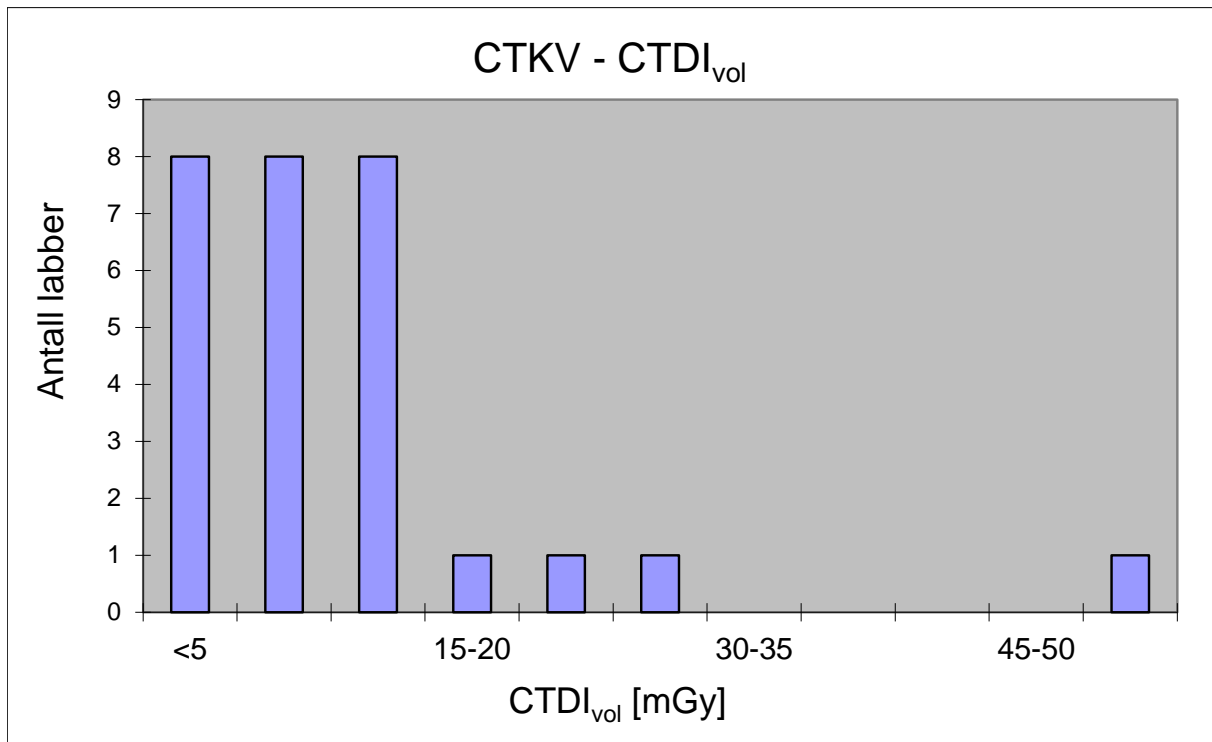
Fordeling av de innsamlede $CTDI_{vol}$ verdiene for CT bihuler.
